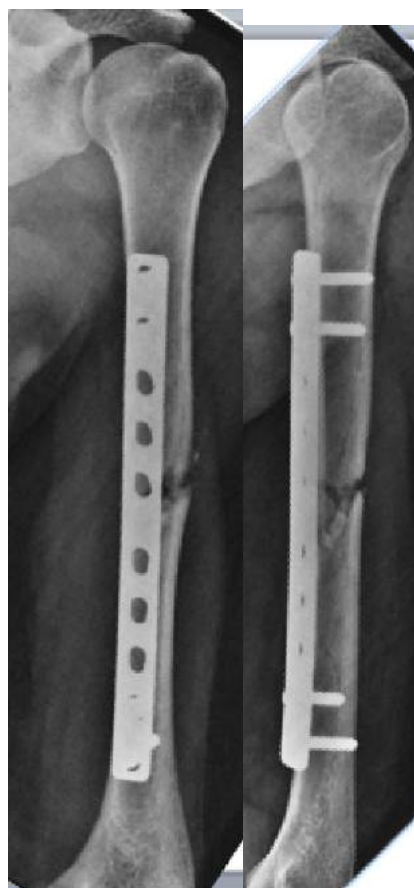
Radiografias pós-operatórias.
